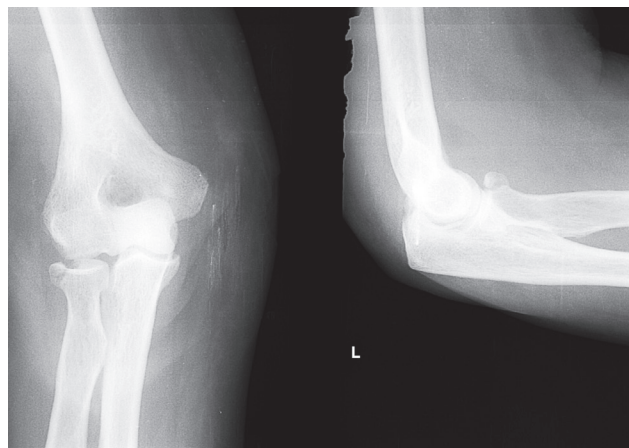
Röntgenbild des Ellbogens in zwei Ebenen aus der Praxis. Es zeigt sich eine Fraktur des Radiuskopfes, weitgehend unverschoben.
